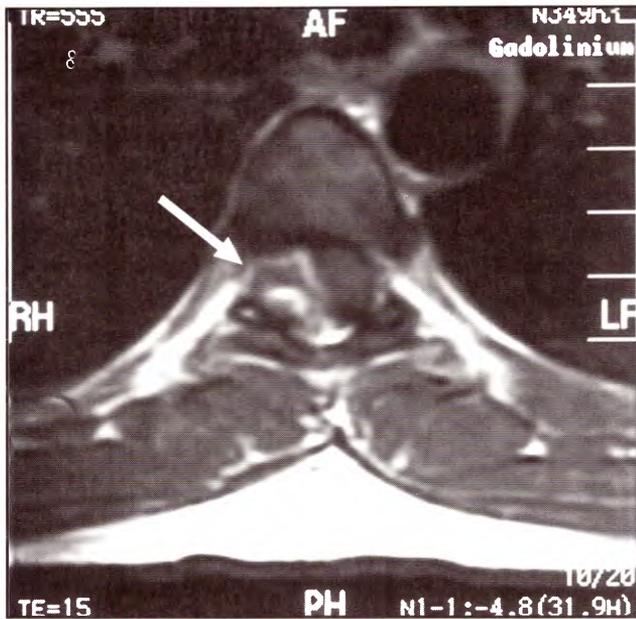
IRM axial ponderada en T1 con gadolinio que muestra una imagen redondeada con hiperintensidad periférica y central - imagen de blanco (flecha) en relación con la hemilámina derecha, desplazando el saco dural a izquierda y anterior. Mínimo refuerzo.
